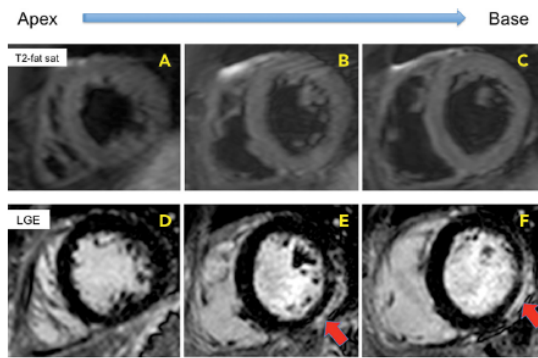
Representative Images of Conventional Cardiovascular Magnetic Resonance Findings in Acute Myocarditis
